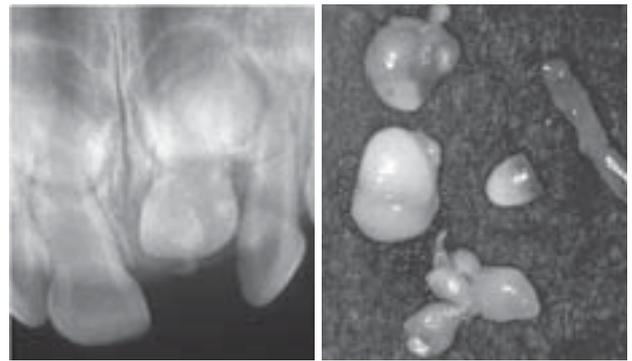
初診時(1歳8か月)のデンタルX線写真と摘出した未石灰化組織を含む歯牙腫
